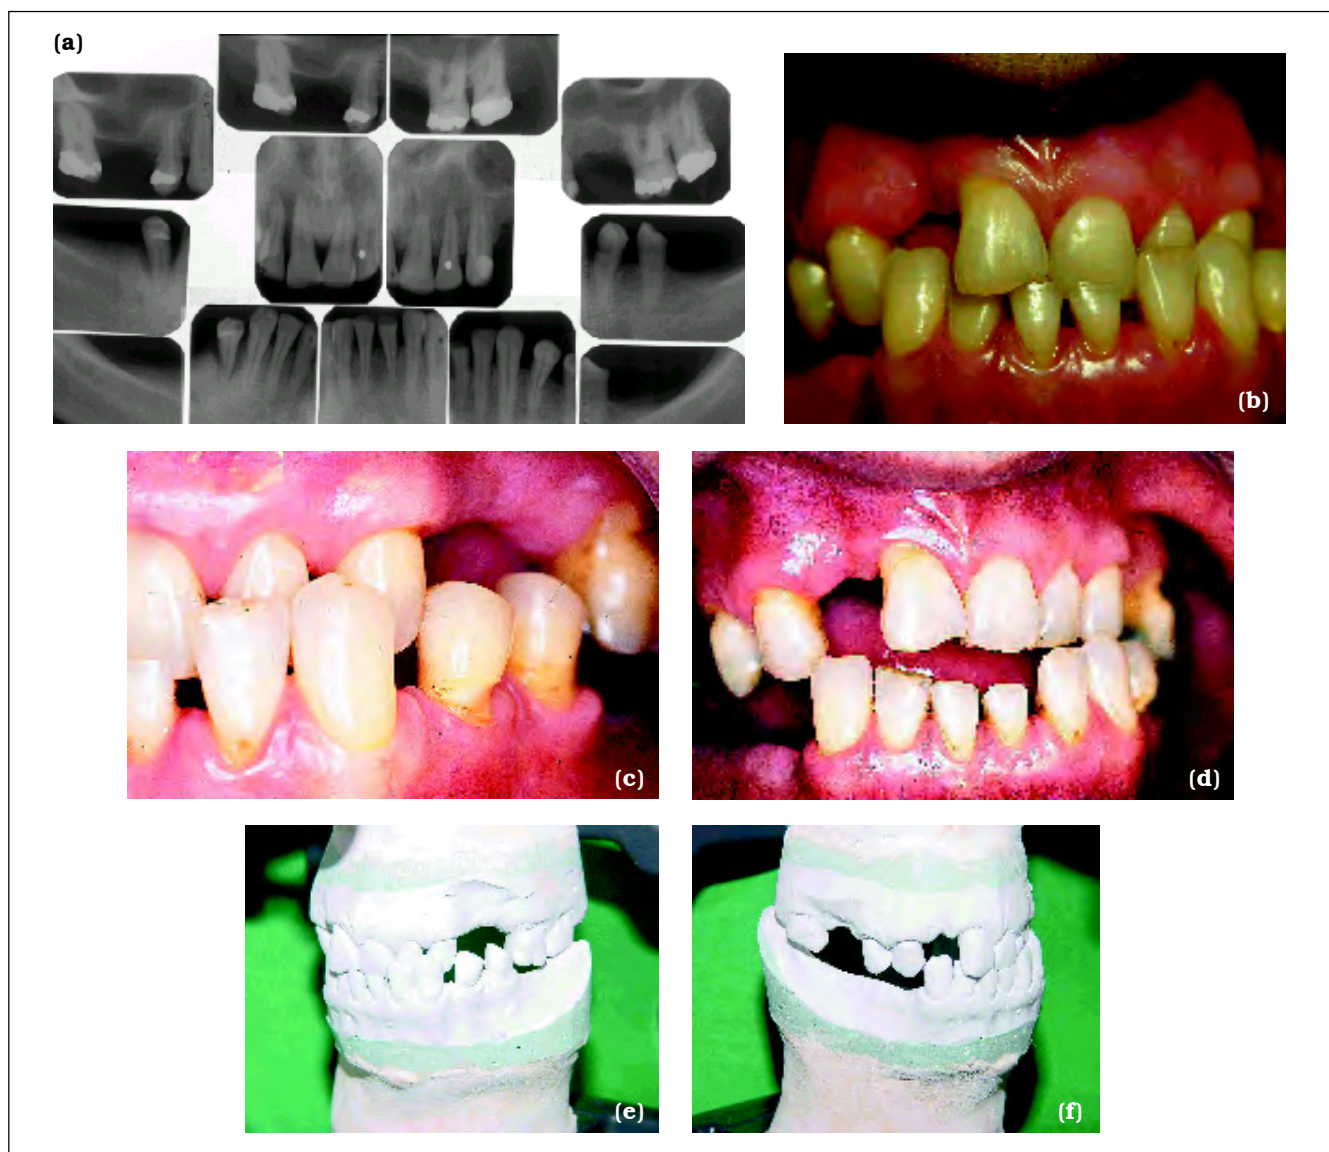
Caso Clínico II: (a) levantamento radiográfico periapical; (b) vista anterior; (c) vista lateral do paciente em máxima intercuspidação habitual; (d) vista anterior em posição de relação cêntrica. (e) lado esquerdo; (f) lado direito dos modelos montados em articulador semi-ajustável.
